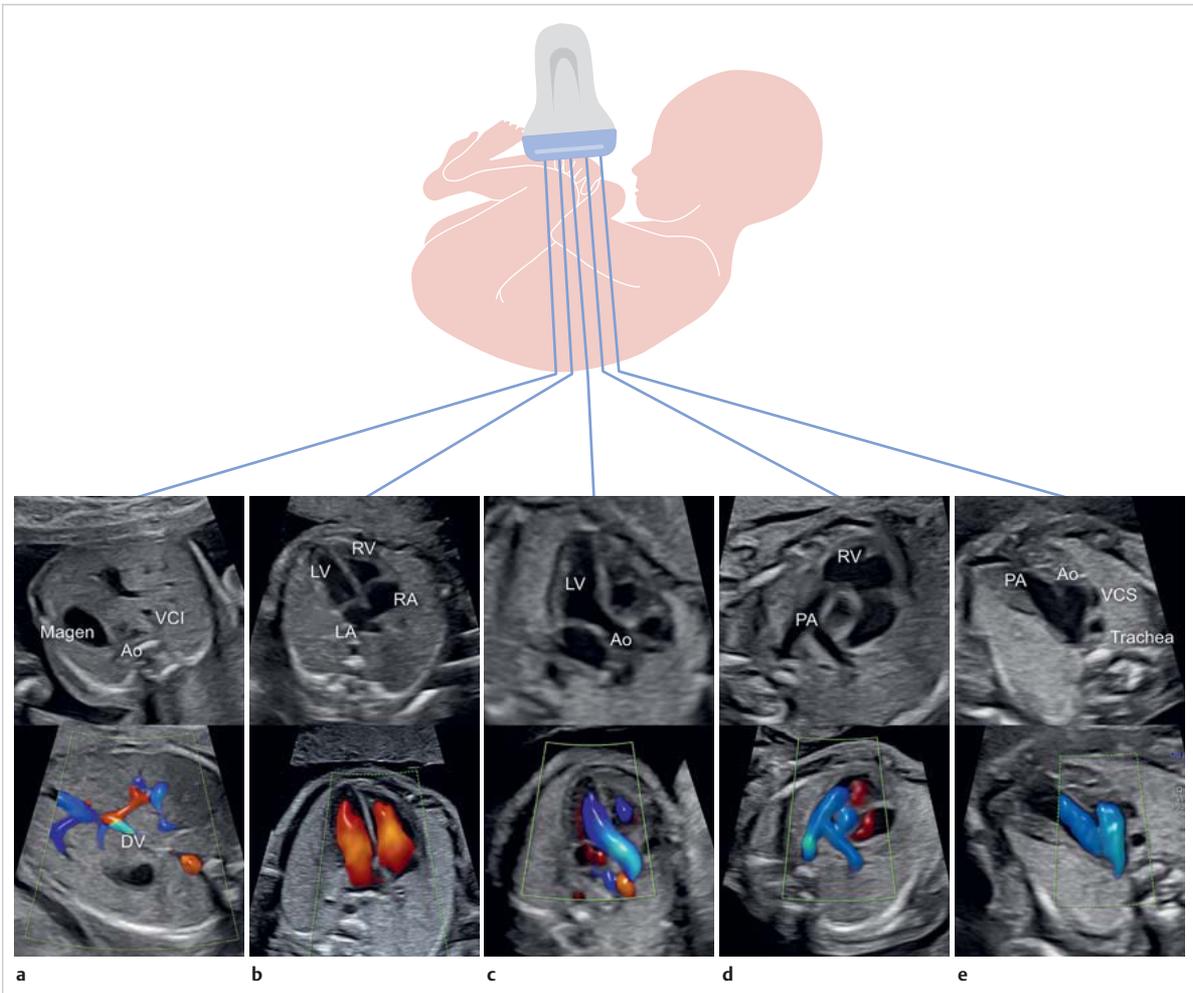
Querschnittsebenen zur systematischen Untersuchung des Herzens im B-Bild (obere Reihe) und im Farb-Doppler (untere Reihe). Zuerst wird das obere Abdomen eingestellt (a), dann der Vierkammerblick (b), der Fünfkammerblick (c), die kurze Achse oder der Pulmonalarterienblick und zum Schluss im oberen Thorax der Drei-Gefäß-Trachea-Blick. Ao: Aorta, Dv: Ductus venosus, LA: Linker Vorhof, LV: linker Ventrikel, PA: Pulmonalarterie, RA: Rechter Vorhof, RV: rechter Ventrikel, VCI: V. cava inferior, VCS: V. cava inferior.
